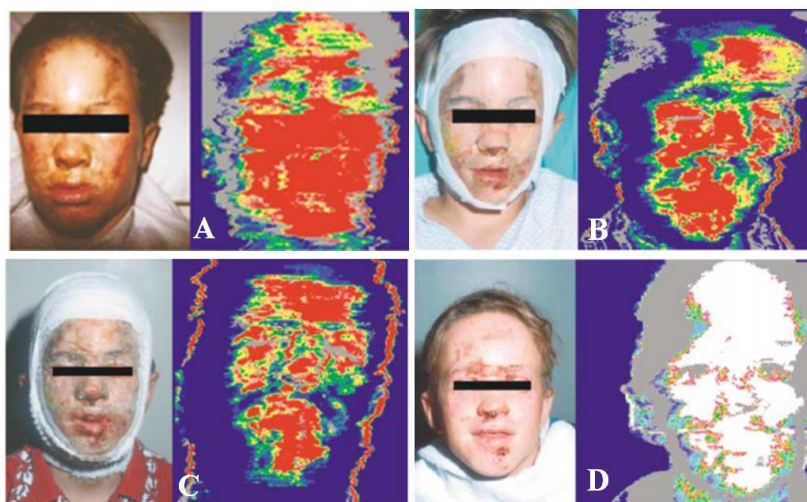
Queimaduras faciais e respetiva imagem por laser *Doppler* com o intuito de se evidenciar a profundidade da queimadura. A- Paciente após menos de 24h da queimadura e correspondente image por laser *Doppler*, onde é possível visualizar uma maior profundidade e alastramento da queimadura (nesta fase não se utilizou o substituto *TransCyte*®); B-No dia 2 aplicou-se o *TransCyte*® e já foi evidente uma melhoria na queimadura; C e D – Nos dias 4 (C) e 6 (D) continuou-se a aplicar o *TransCyte*® e verificou-se um grande avanço na cicatrização da ferida, sendo possível evidenciar a profundidade da mesma, através das imagens por laser *Doppler* (adaptado de [42]).
